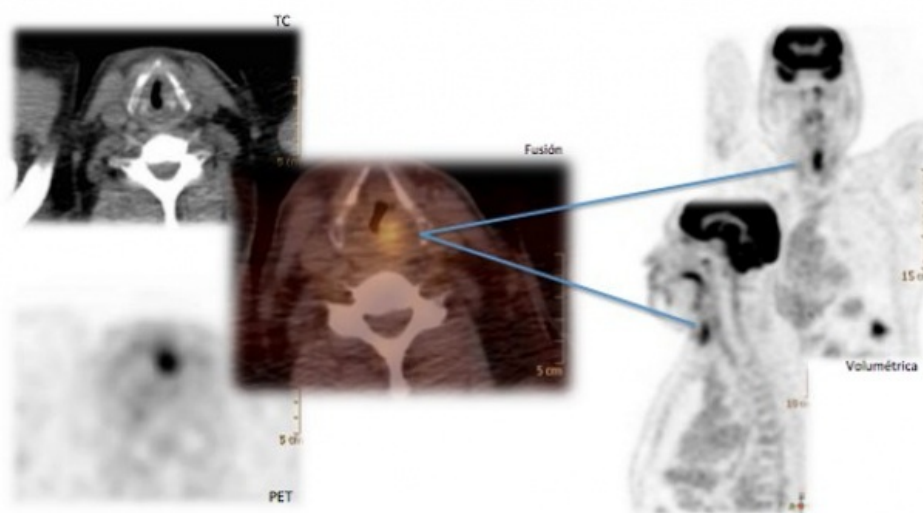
Paciente masculino de 56 años con diagnóstico de Ca de laringe en septiembre de 2010, al que se indica quimio y radioterapia. El primer control post-quimioterapia en noviembre 2010 por fibrobroncoscopía fue negativo. En mayo de 2011 presenta afonía y en nuevo control fibroscópico se detecta lesión en cuerda vocal izquierda. Se toma biopsia la que se reporta positiva para neoplasia. Se indica PET/CT para reestadificación, sólo observándose aumento del metabolismo de la glucosa a nivel de cuerda vocal izquierda, con SUV=3,5 (temprana) y 5,6 (tardía).
